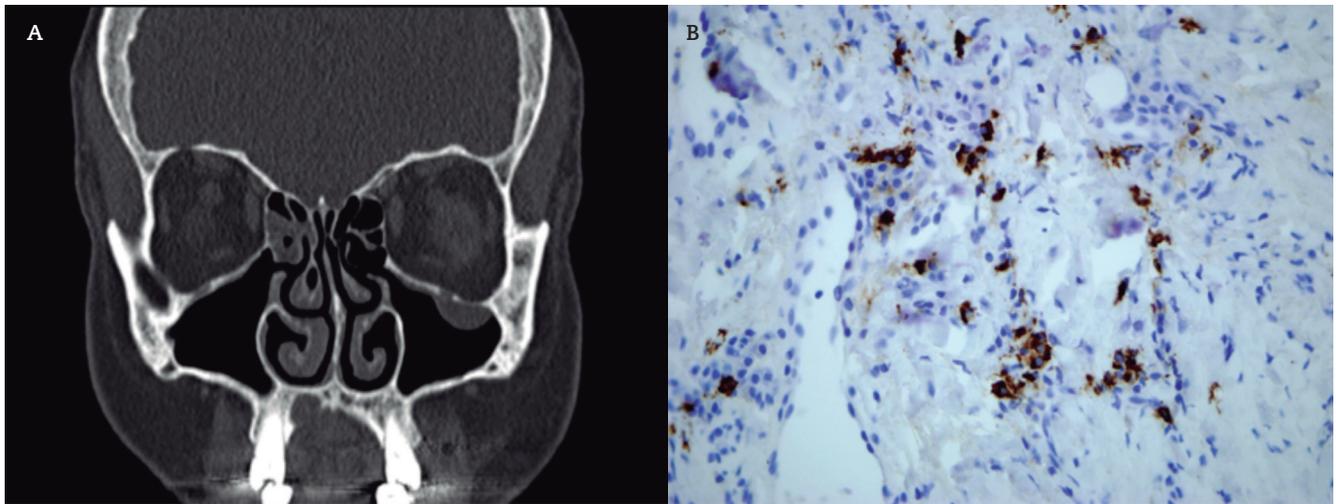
A. TC realizado a la paciente tras su primera visita a la consulta. Se muestra un corte coronal en el cual se puede apreciar una tumoración de partes blandas que remodela hemipaladar duro derecho. B. Inmunohistoquímica de lesión palatina positiva para IgG4. 40x.
